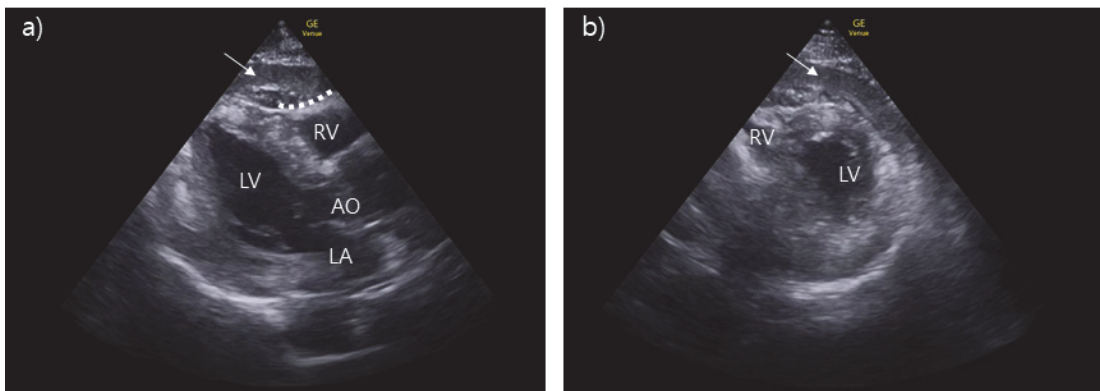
a) Parasternal long axis view showed RV collapse(white line) and pericardial effusion(white arrow). b) parasternal short axis view at the apex-ventricular level.
